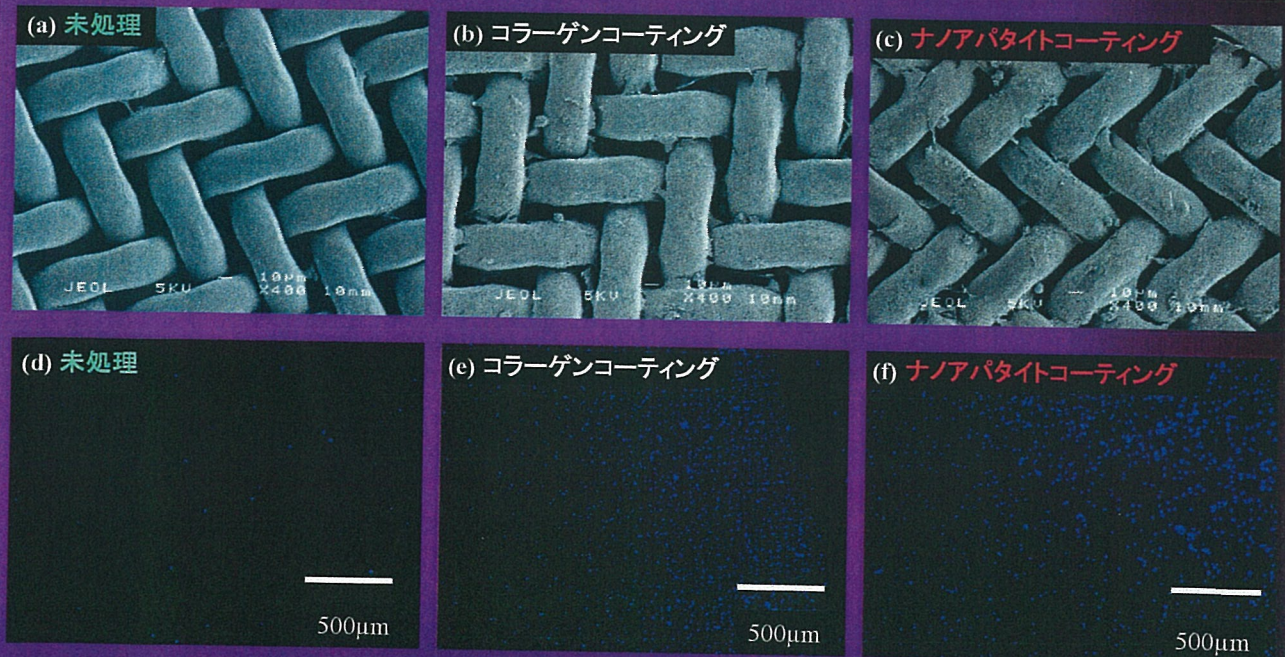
ヒト臍帯血由来血管内皮細胞を $1 \times 10^5$ 個播種し、4時間培養した後のSEM像(a-c)および蛍光顕微鏡像(d-f)。(a, d) 未処理PET; (b, e) コラーゲンコーティングPET; (c, f) HApコーティングPET
